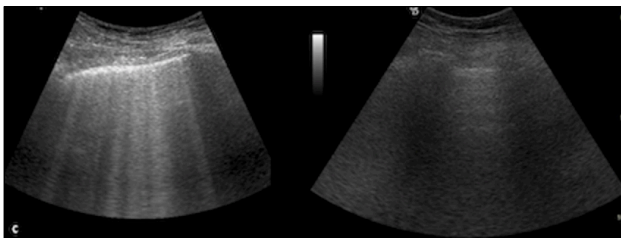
Ecografia del torace con linee B subito dopo edema polmonare da pressione negativa e al controllo prima della dimissione.
